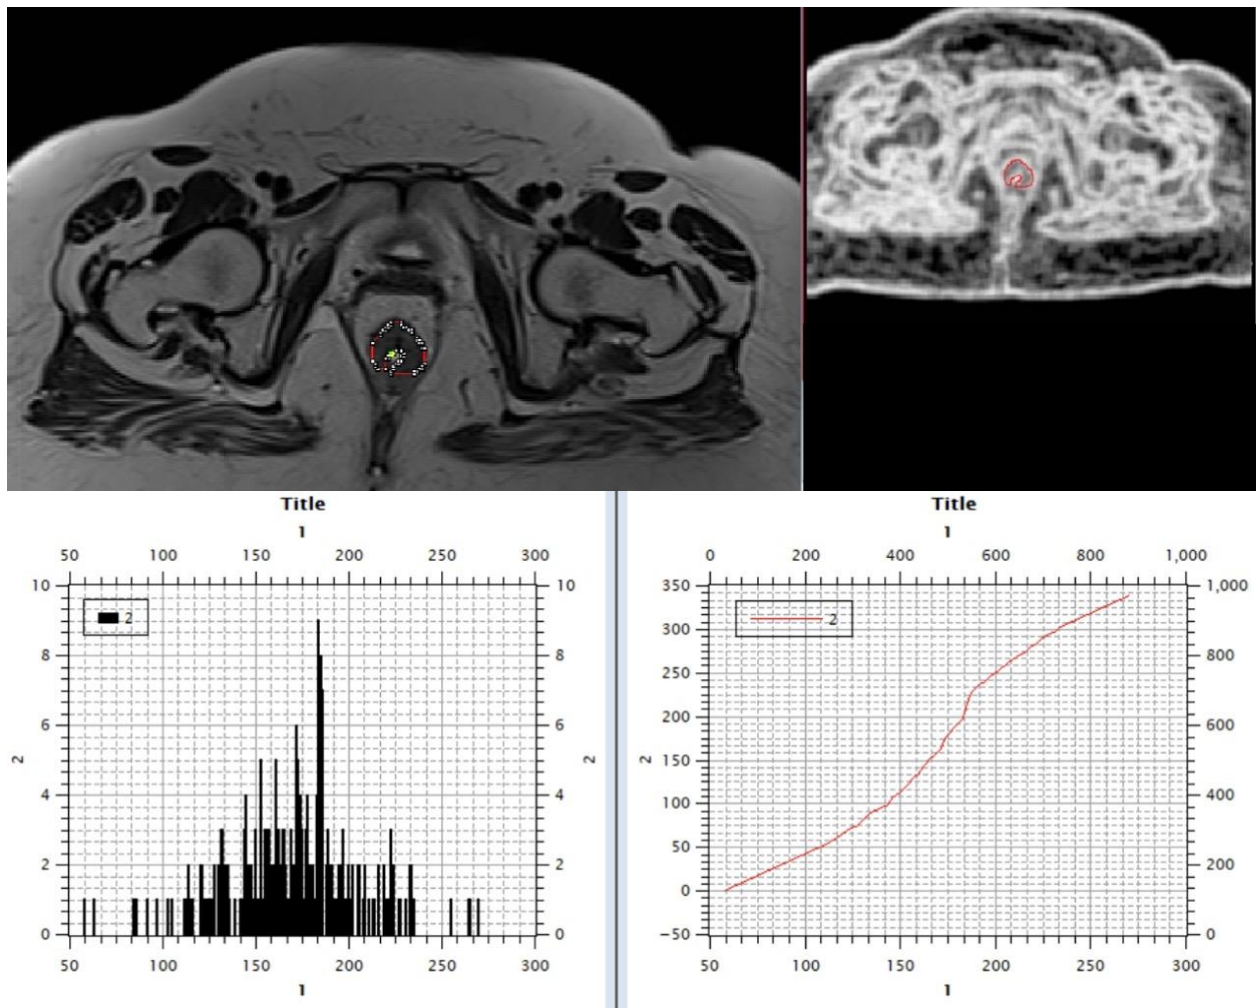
Postupak segmentacije tumorskog tkiva ručnim obeležavanjem ROI na sukcesivnim preseccima T2-weighted aksijalne sekvence preterapijskog MR pregleda nakon čega se izračunava volumen tumorskog tkiva
